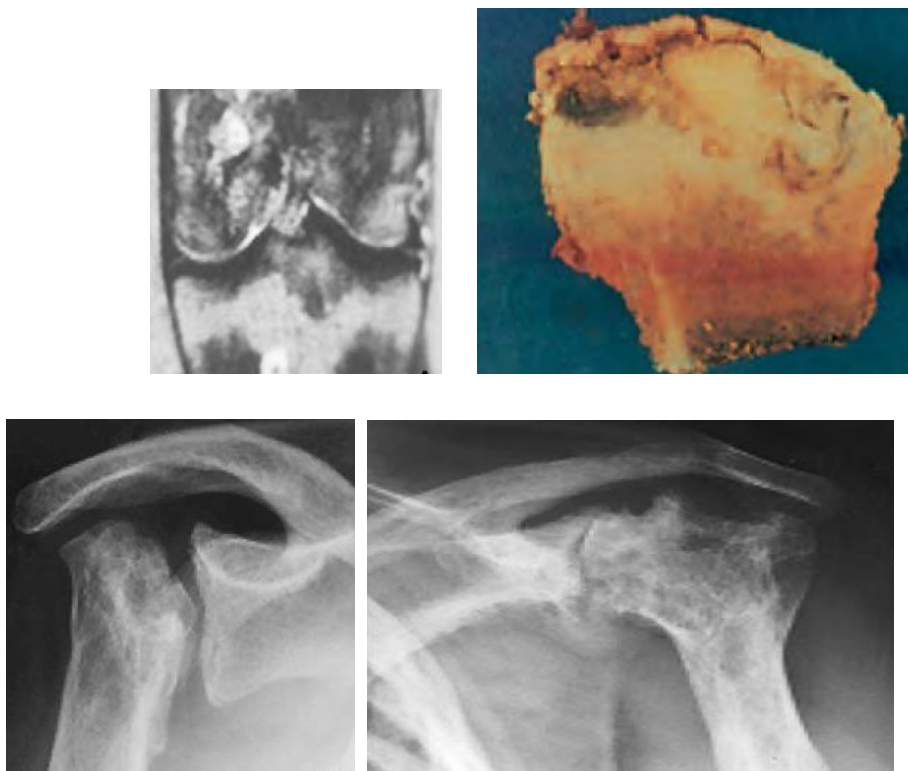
ostéonécrose multifocale drépanocytaire. On note : l'atteinte du Genou à l'IRM, l'atteinte de la hanche (pièce anatomique obtenue apres prothèse de hanche);les atteintes des deux épaules avec d'un coté une destruction de la tete humérale, mais une conservation de la glène et, de l'autre coté, une nécrose ancienne au stade arthrosique [44]
